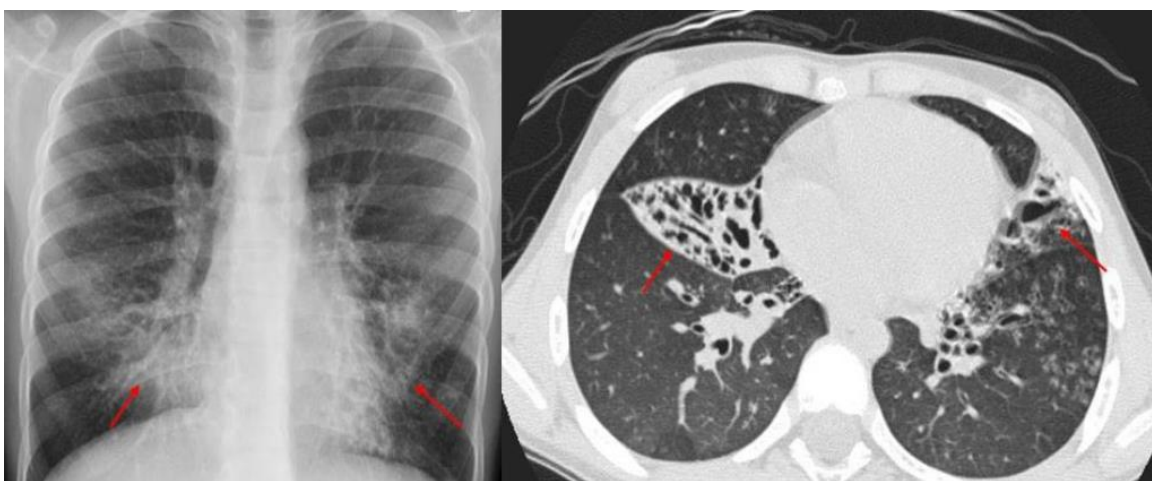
Bronquiectasias basales bilaterales, con situs cardíaco y abdominal normal. A la izquierda, radiografía posteroanterior de tórax en la que se observa un aumento de la radiodensidad de ambos campos pulmonares medios/inferiores (flechas rojas). A la derecha, corte axial de TC de tórax en el que se observa que la radiodensidad visualizada en la radiografía corresponde a bronquiectasias bibasales (flechas rojas) ³.
